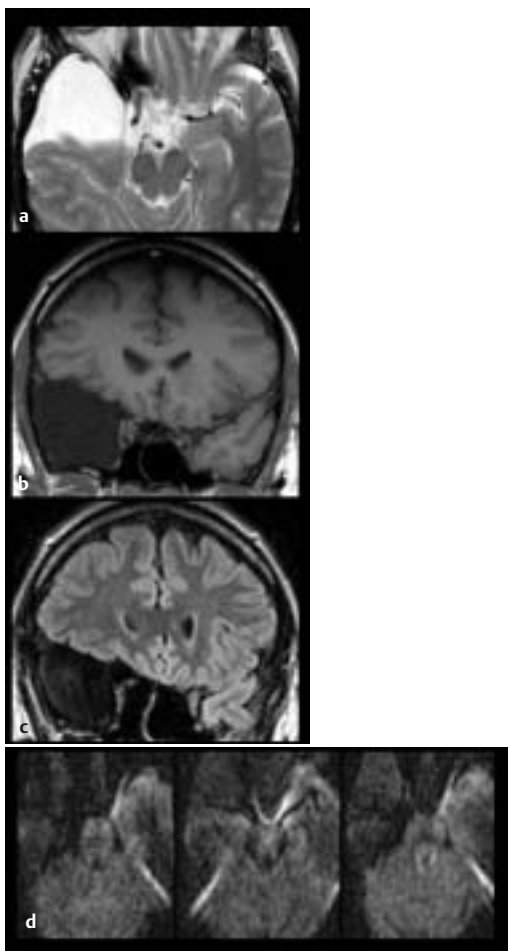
a T2-TSE. b T-SE. c T2-FLAIR. d Anisotrope diffusionsgewichtete EPI-Sequenzen.
